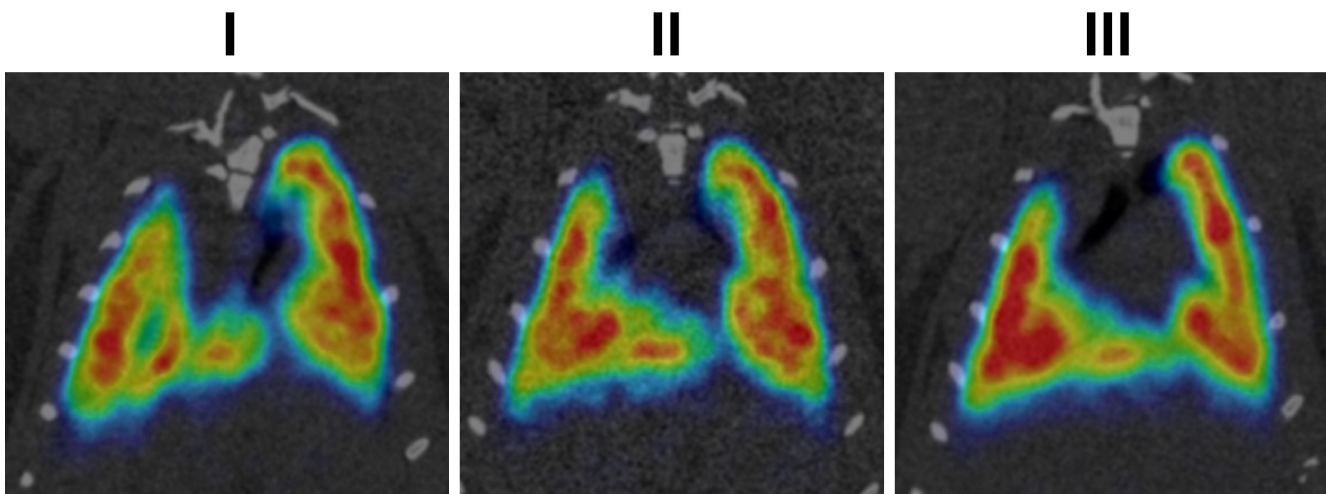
Детализация ОФЭКТ/КТ-изображений легких, полученных через 30 минут после введения препарата Макротех, ^{99m}Tc (I, II, III – серии препарата)
